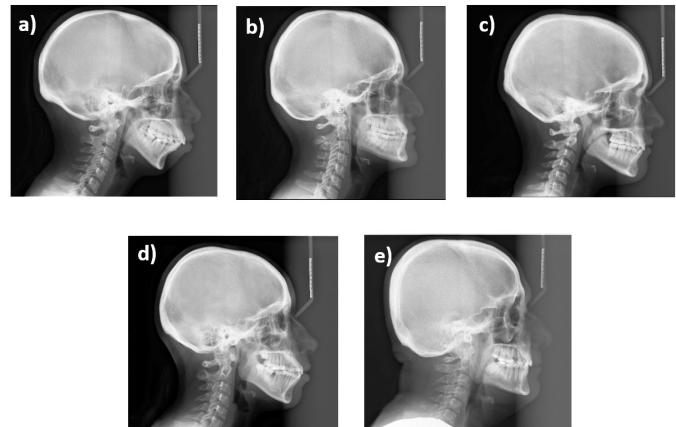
Telerradiografías laterales de cráneo enviadas a estudiantes de pregrado de odontología y postítulo de ortodoncia. fig. 1a radiografía uno, fig. 1b radiografía dos, fig. 1c radiografía tres, fig. 1d radiografía cuatro, fig. 1e radiografía cinco.
